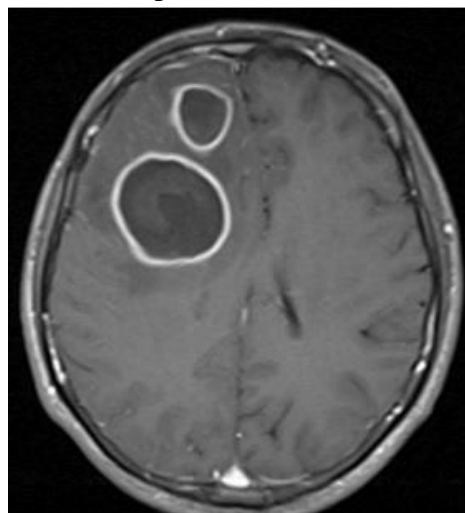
RM (T1) com contraste mostra dois abscessos cerebrais frontais à direita, encapsulados, com efeito de massa¹¹⁶
